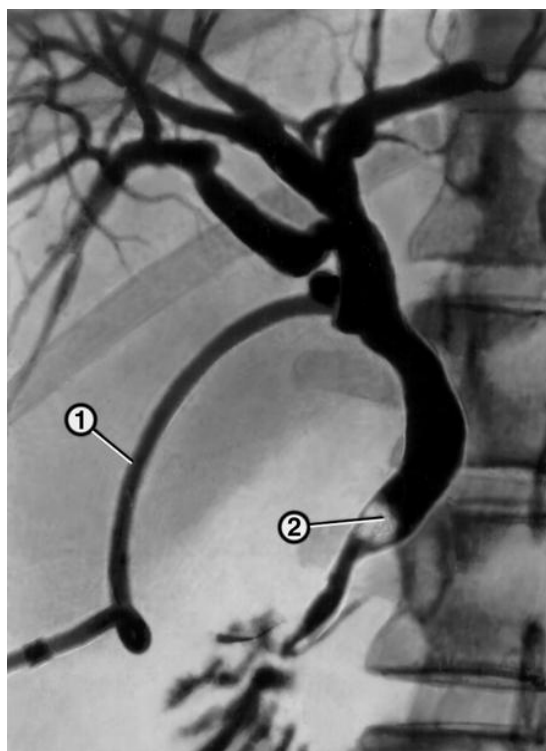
Рентгенограмма, полученная при послеоперационной холангиографии у больного желчнокаменной болезнью: через катетер (1), введенный в общий желчный проток, заполнены контрастным внутривнутрипеченочные и внепеченочные желчные протоки, в дистальном отделе холедоха виден дефект наполнения, обусловленный конкрементом (2).
